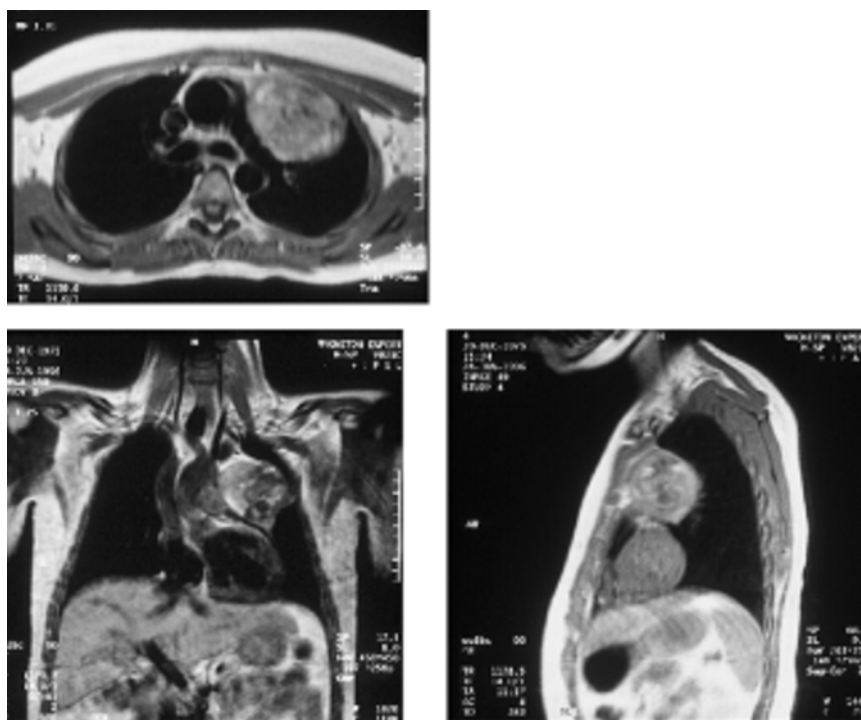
Ressonância magnética do tórax, planos axial, coronal e sagital. Tumor benigno do mediastino anterior (teratoma).
